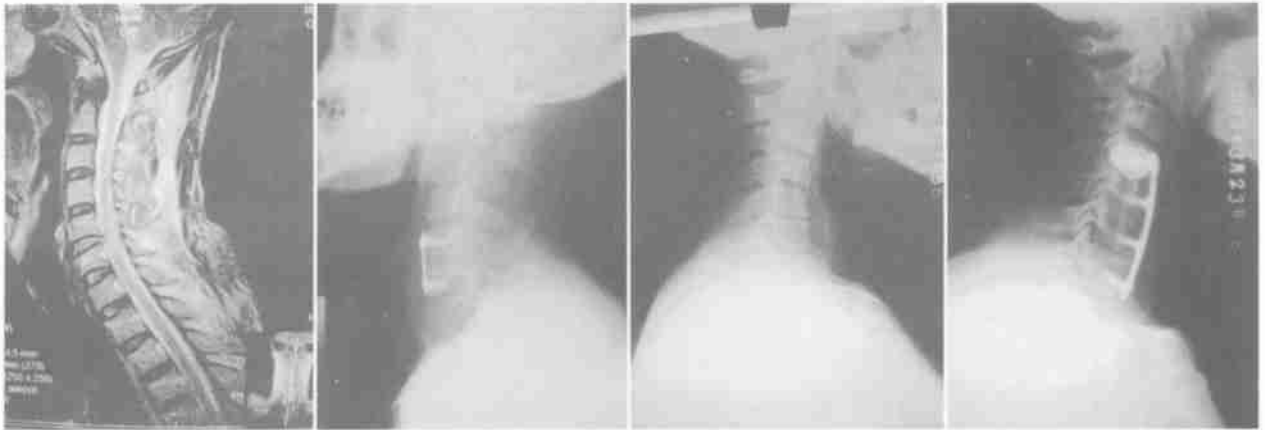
2 为同一患者,男,46 岁 图 1 术前 MRI 外伤性 C_{5/6} 椎间盘突出,髓核进入椎管压迫脊髓致脊髓损伤并不全瘫 图 2 术后 X 线侧位片 行 C_{5/6} 椎间盘切除+部分椎体切除+取髂骨植骨自锁钛合金钢板内固定术后 图 3,4 为同一患者,女,62 岁 图 3 术前 X 线侧位片 脊髓型颈椎病(C_{4/5} 椎体后缘增生、椎间盘膨出)合并 C_{5/6} 节段不稳 图 4 术后 X 线侧位片 行 C_{4/5}、C_{5/6} 椎间盘切除+取髂骨植骨自锁钛合金钢板内固定术后
